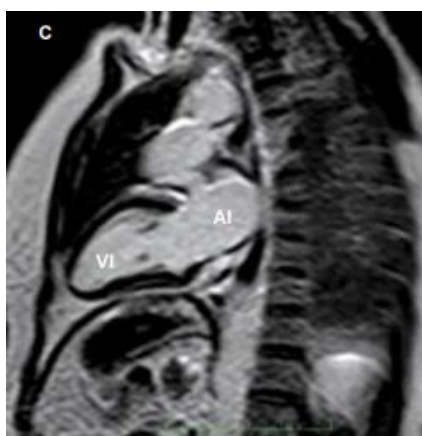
Corte de RM cardíaca en plano eje largo vertical, donde podemos visualizar tanto aurícula izquierda (AI) como ventrículo izquierdo (VI) (18).
